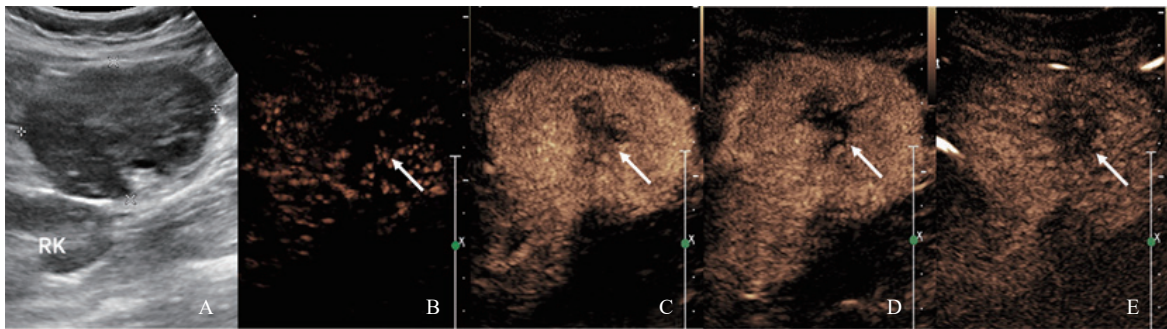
病例5（患者，女性，32岁）的超声声像图及CEUS表现
